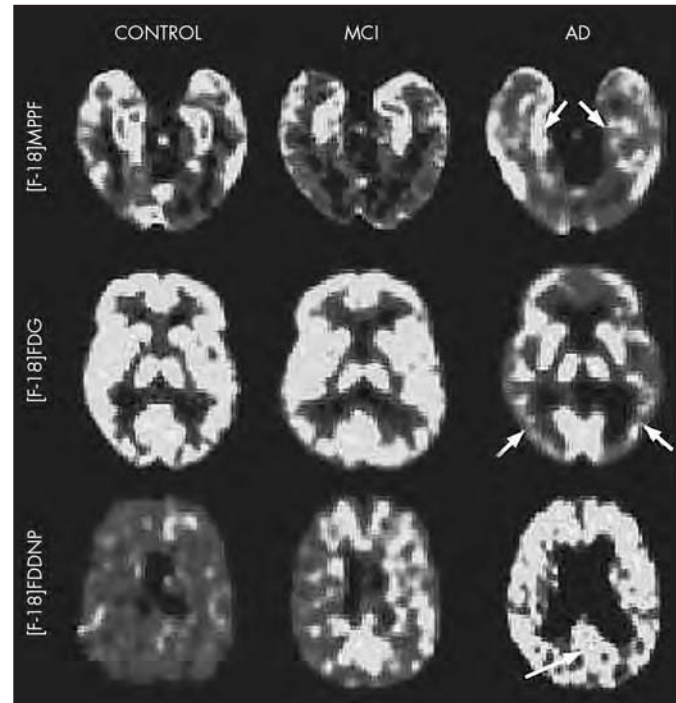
Ejemplos representativos de cortes axiales de PET cerebral de un sujeto control (izquierda), un sujeto con DCL (centro) y un paciente con EA (derecha) con ¹⁸F-MPPF (arriba), ¹⁸F-FDG (medio) y ¹⁸F-FDDNP (abajo). Las imágenes del paciente con EA muestran una fuerte disminución del nivel de captación de ¹⁸F-MPPF en el hipocampo (flechas en la fila superior) coincidente con una disminución global de captación de ¹⁸F-FDG en las regiones neocorticales (flechas en la fila intermedia que indican el lóbulo temporal) y niveles aumentados de unión de ¹⁸F-FDDNP en áreas corticales (flecha en el cíngulo posterior en la fila inferior) (imagen cedida por cortesía de Proceedings of the National Academy of Sciences y del profesor J. Barrio).
